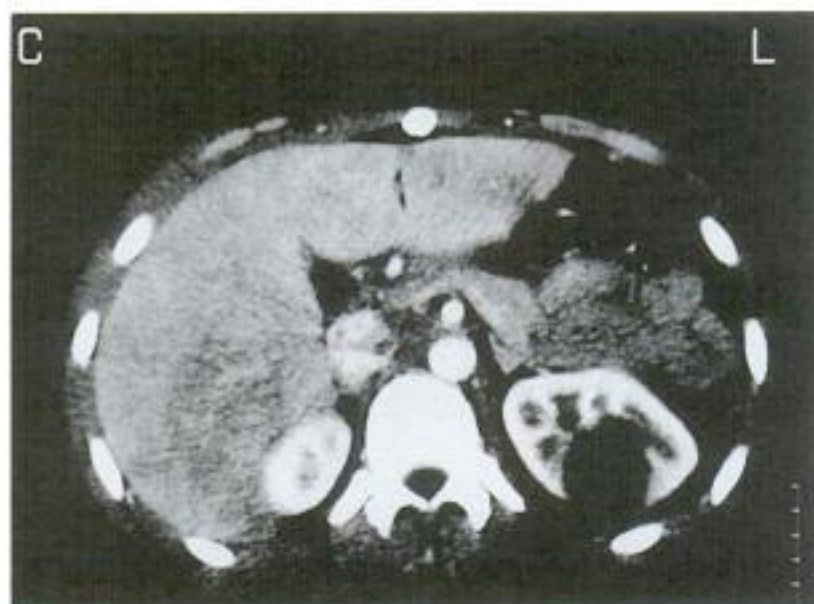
TDM : hématorne intrarénal gauche post-traumatique.
